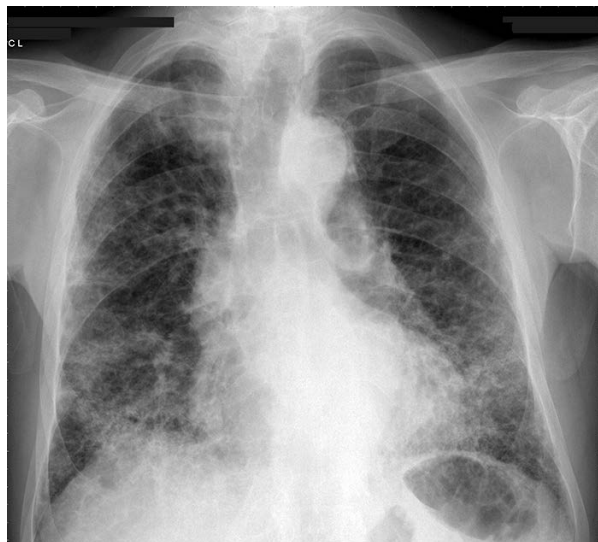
Chest X-ray — disseminated linear and reticular opacities in the lung periphery predominantly at the lung bases
